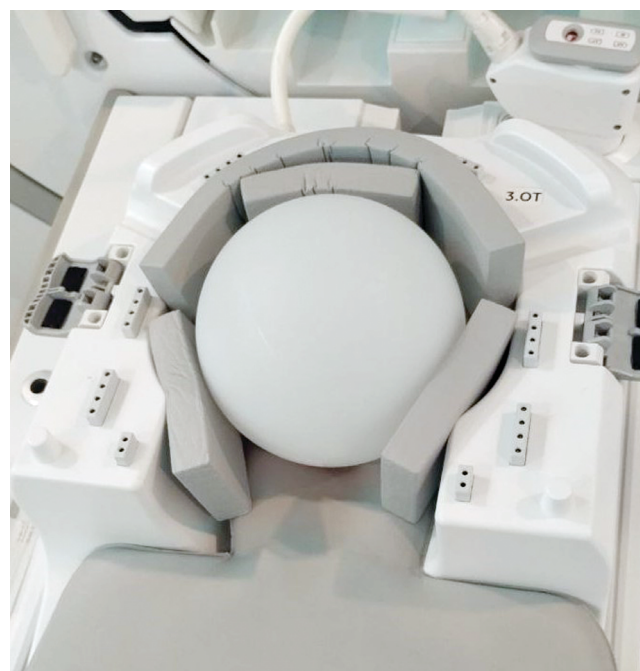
Фиксация головы пациента с помощью мягких вспомогательных элементов при проведении МРТ-сканирования
